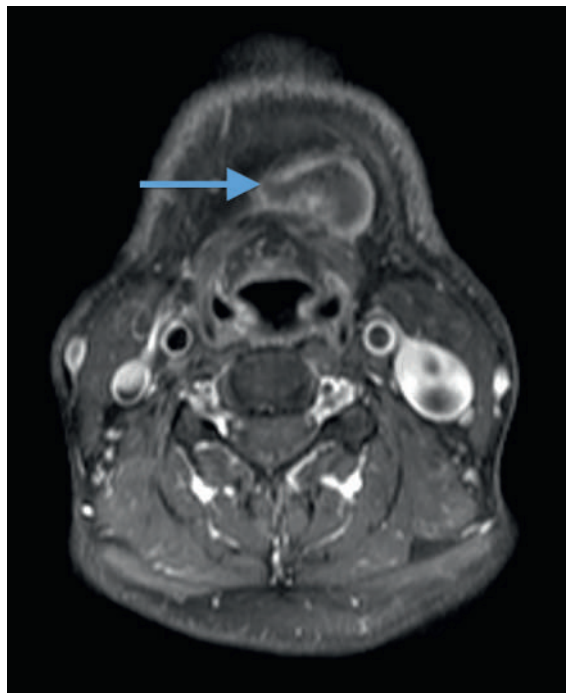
Magnetresonanztomographie: T1-gewichtetes, fettunterdrücktes, kontrastmittelverstärktes Bild mit zystisch-solider Raumforderung links paramedian.
